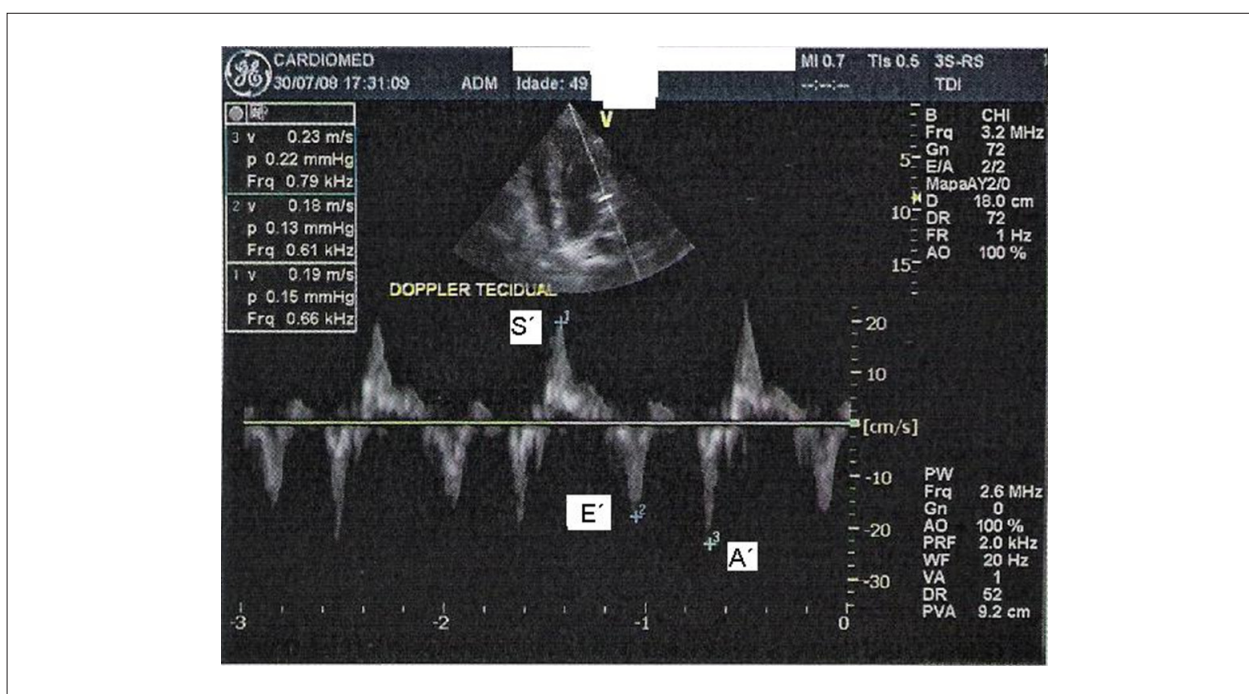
Avaliação da função sistólica (S') e diastólica (E' e A') pelo ecocardiograma Doppler tecidual.
